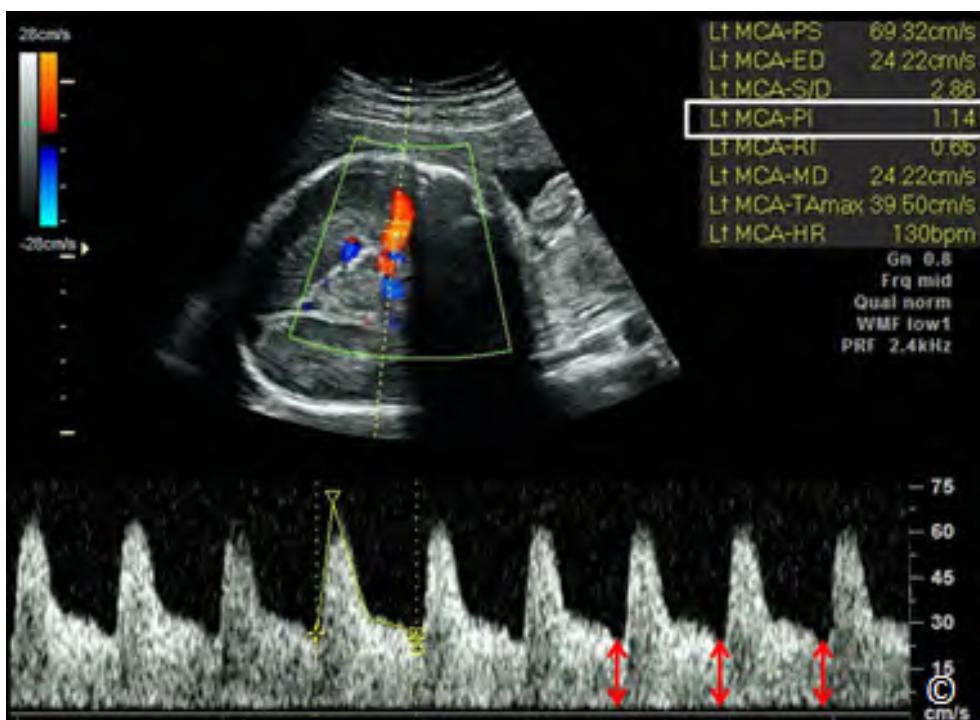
Doppler xung của động mạch não giữa ở thai chậm tăng trưởng. Kháng trở động mạch não giữa thấp (PI = 1.14) (hình chữ nhật trắng) với sự tăng dòng chảy thì tâm trương (mũi tên đỏ). Điều này cho thấy có sự tái phân phối lưu lượng máu.
